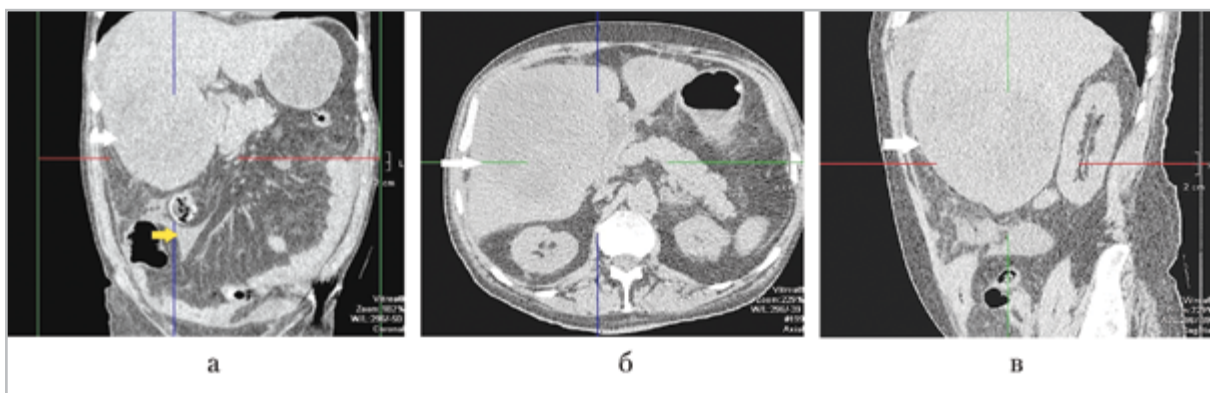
Компьютерные томограммы органов брюшной полости (коронарная (а), аксиальная (б), сагиттальная (в) проекции). Закрытая травма живота (давность травмы 4 мес). Посттравматический абсцесс печени: округлое гиподенсивное образование в области нижнего полюса печени (белая стрелка), свободная жидкость в брюшной полости (желтая стрелка)
